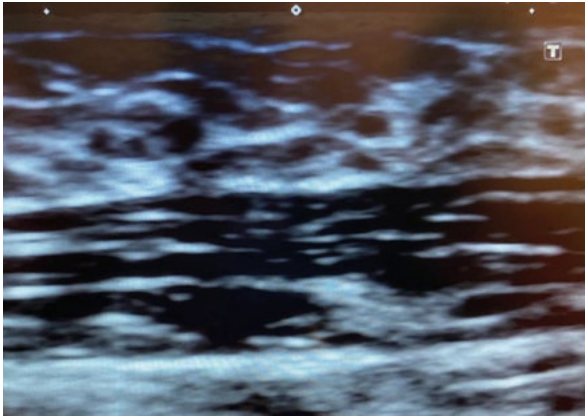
Ecografía de mama previa a cirugía (mastectomía subcutánea bilateral) en hombre trans post-tratamiento con hormonoterapia: Se observa discreta involución del tejido fibroglandular identificando aún la presencia de conductos galactóforos.
